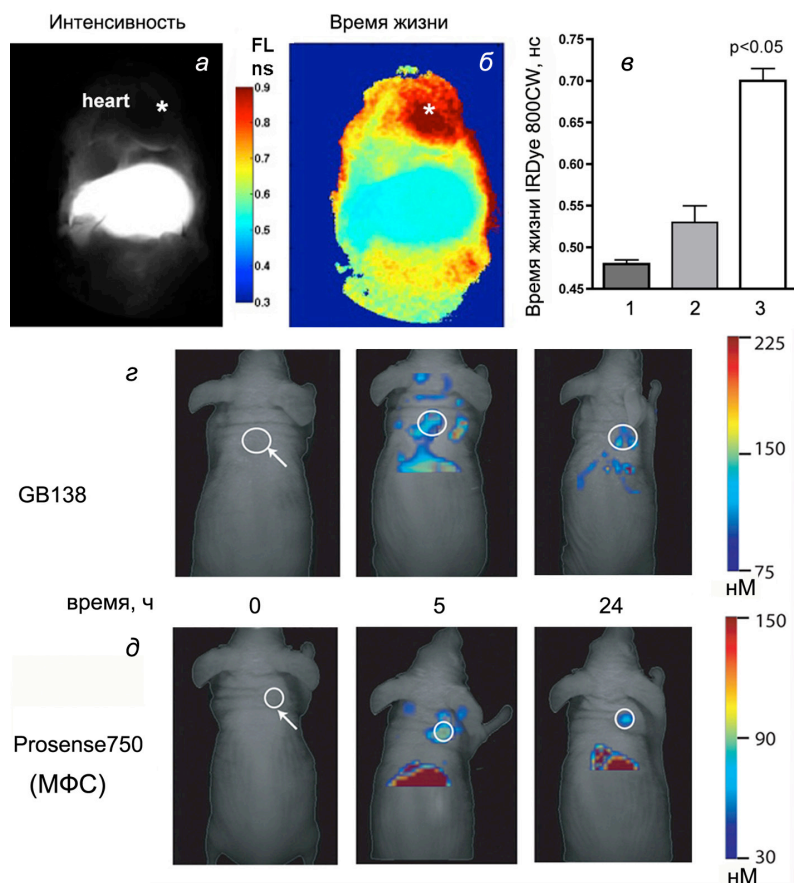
Визуализация *in vivo* с применением метода времени жизни флуоресценции и флуоресцентной томографии (FMT).
